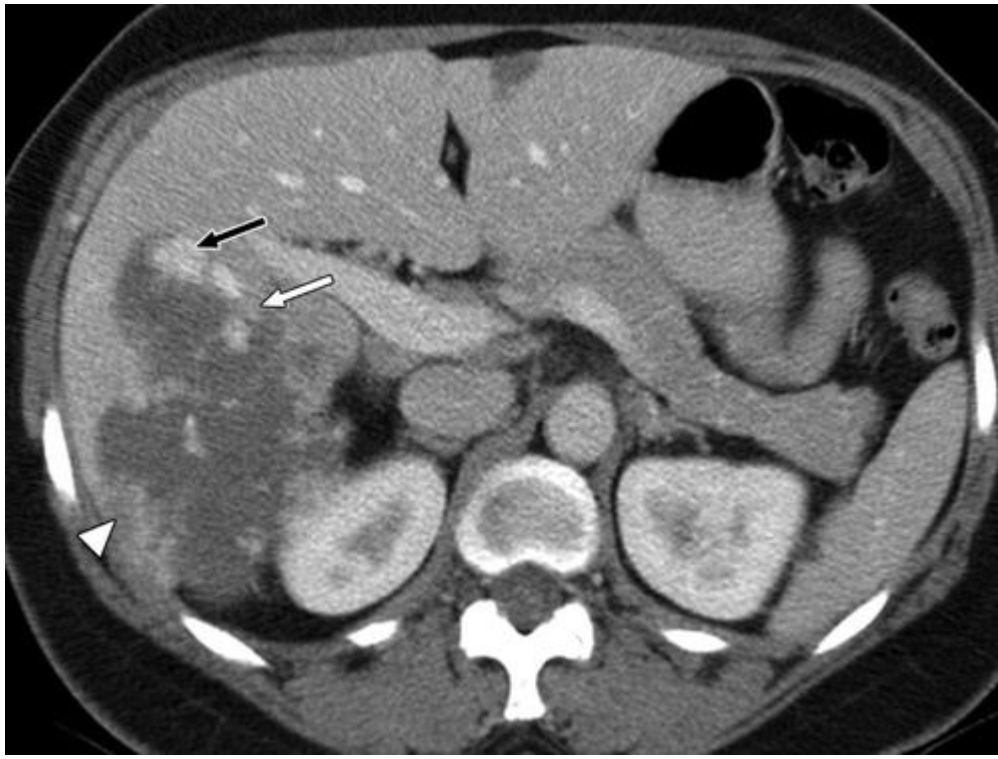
55-year-old woman with hemangioma in right lobe of liver. Axial CT images through liver obtained at arterial phase (A) and portal venous phase (B) show multiple foci showing different levels of enhancement (black arrows [high], white arrows [medium], and black arrowheads [low]) within hemangioma. Note different enhancement level of aorta, inferior vena cava, portal vein, and hepatic veins on portal venous phase (B).
